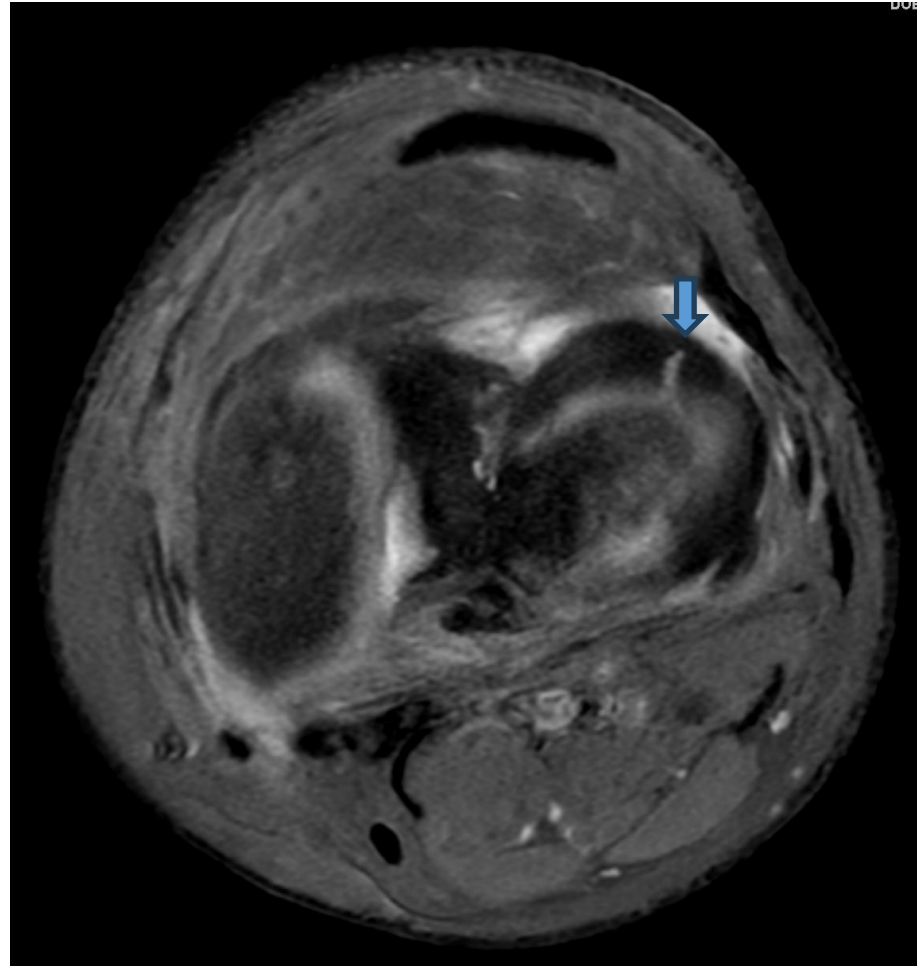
RM de rodilla, axial en secuencia T2.
